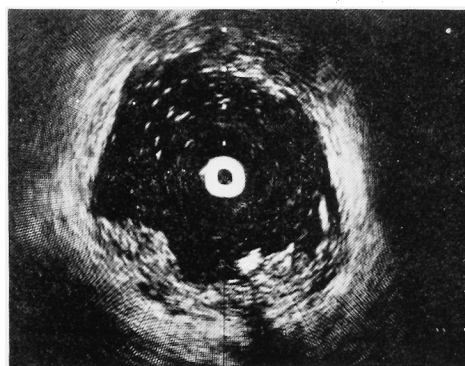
Case 4. Transurethral ultrasonogram
